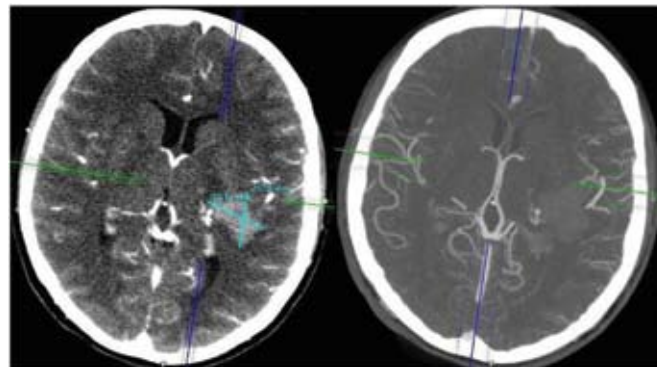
Компьютерная томограмма с внутривенным контрастированием при поступлении — паренхиматозное кровоизлияние в медиальных отделах левой височной доли.
